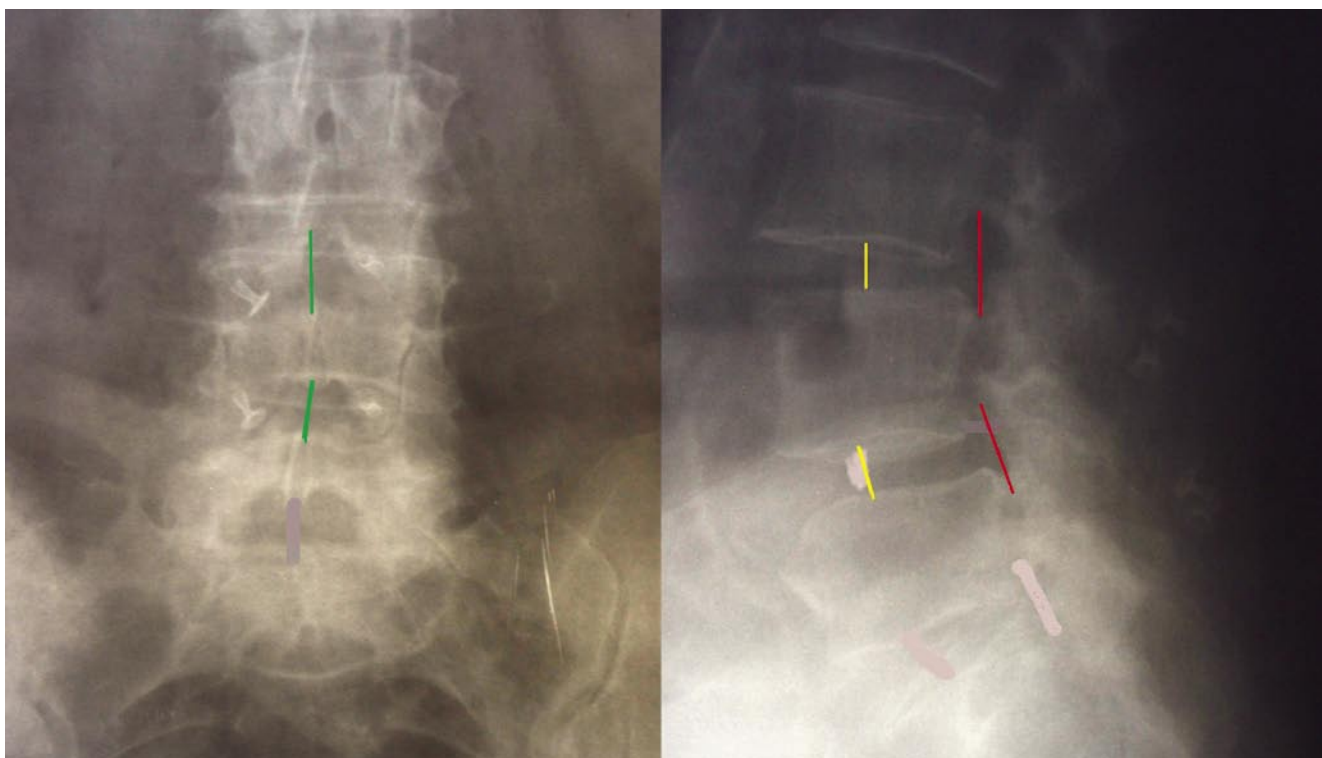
1В. Рентгенограммы после оперативного вмешательства с использованием межостистых динамических имплантатов DIAM. Зеленый маркер – высота межостистого пространства. Желтый маркер – высота межтелового пространства. Красный маркер – высота межпозвоночного отверстия
